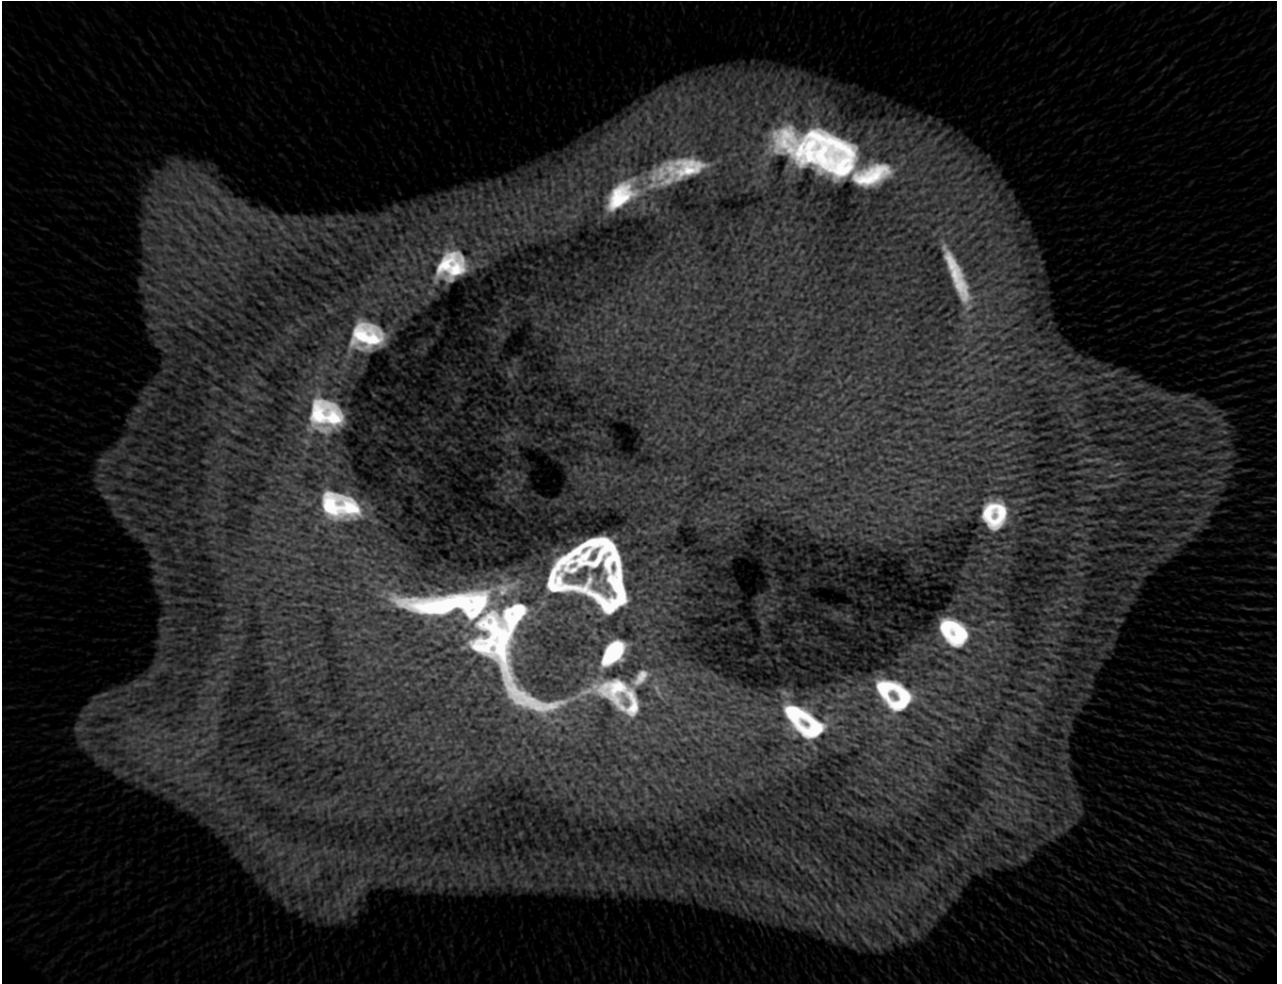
g: CT-Aufnahme beider Lungenflügel und teils knöcherner Anteile
